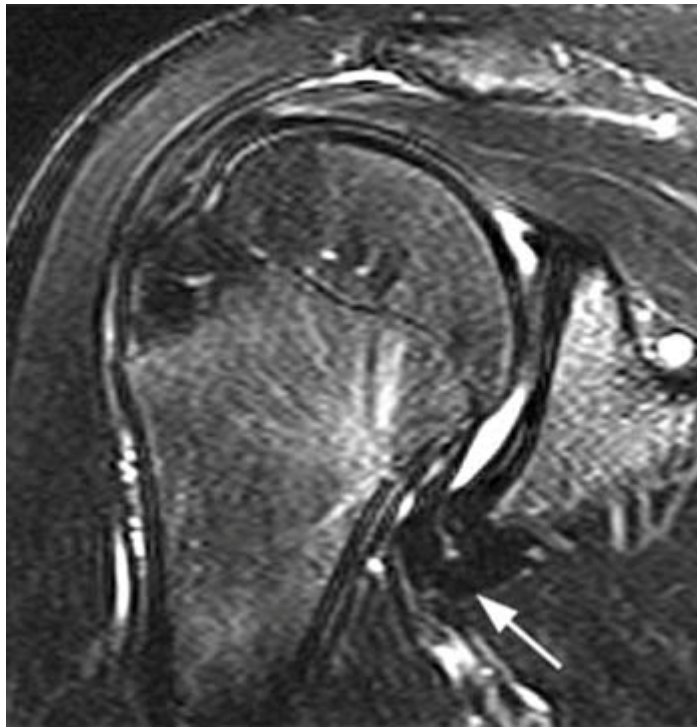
MRI Glenohumerale adhäsive Kapsulitis
